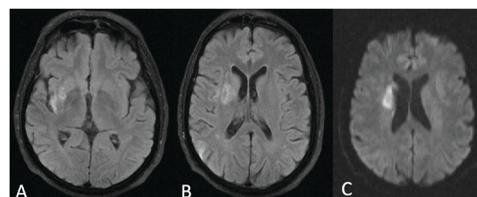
Brain MRI (A and B – FLAIR; C – DWI) showed ischemic lesions spread throughout the right MCA territory, namely in the right lentiform nucleus (with restricted diffusion, as seen in C), posterior insular cortex and parietal cortex (consistent with distal emboli).
